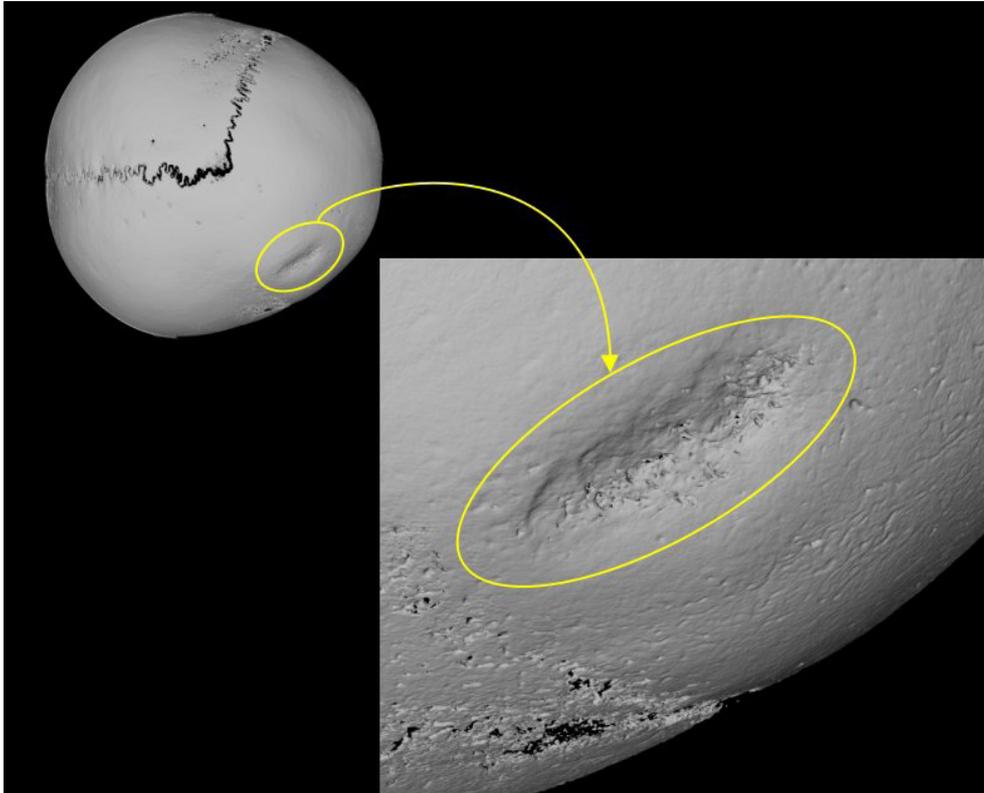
Reconstrução 3D da região externa da lesão. Análise por microtomografia. Área da lesão em destaque (amarelo) (MUSARQ – A 75).
